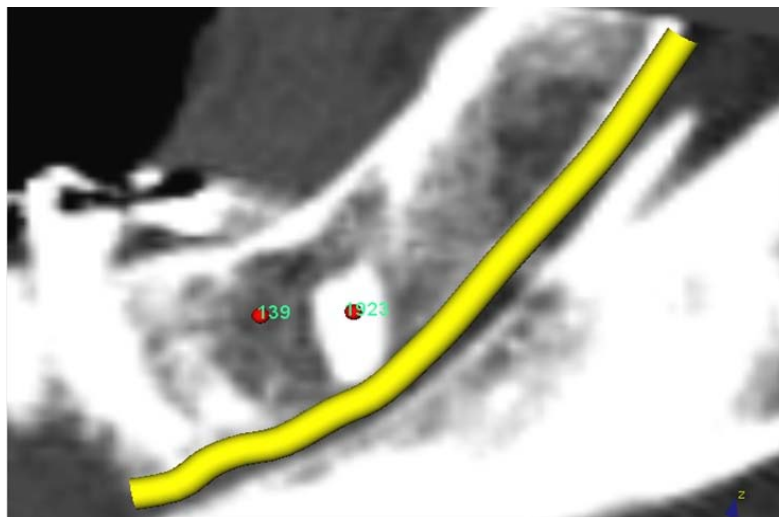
TAC donde se marca el conducto dentario inferior para observar si la lesión no lo está involucrando
